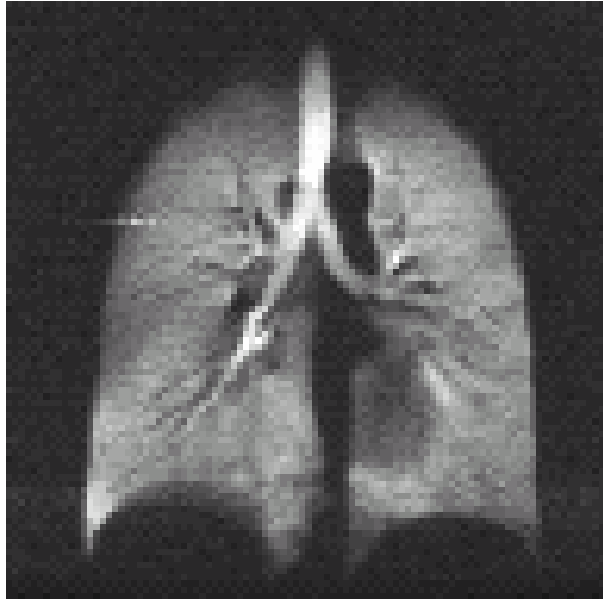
IRM d'hélium-3 hyperpolarisé des poumons chez un sujet sain (d'après http://www.montagne-sainte-genevieve.asso.fr/Programme_Nocturne.pdf).
